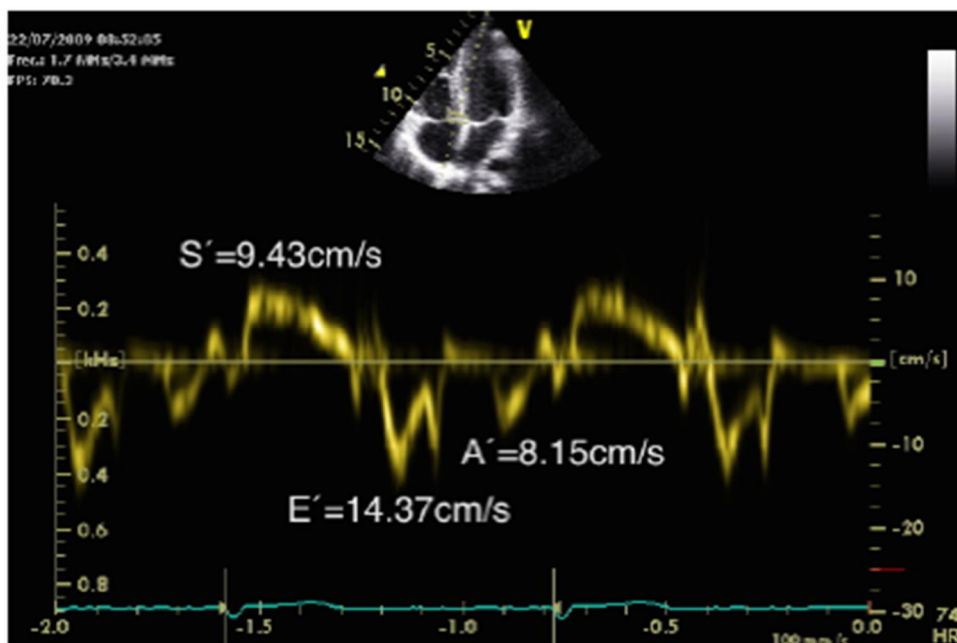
Registro de Doppler tisular pulsado a nivel del anillo mitral septal en la visita basal del paciente número 68. Abreviaturas: A': velocidad diastólica tardía del anillo mitral; E': velocidad diastólica precoz del anillo mitral; S': velocidad sistólica del anillo mitral septal.
